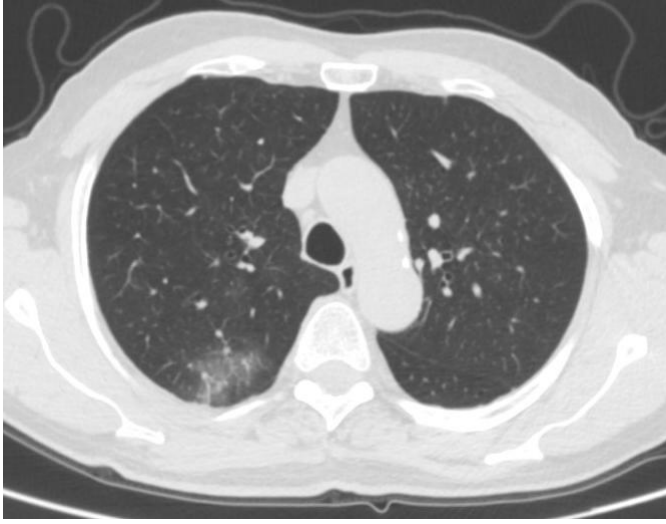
患者男，70岁。2020年1月19日武汉到深圳。20日出现流涕、乏力、打喷嚏，无发热，精神欠佳，21日CT检查（如左图）新冠病毒核酸（+）
